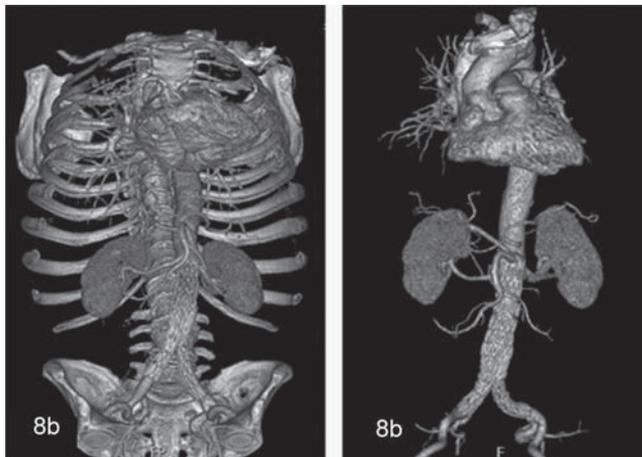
Reconstrucciones 3D de angiotomografía. a) Estudio de control en proyección anteroposterior con conservación de estructuras óseas; b) Estudio de control en proyección anteroposterior en donde se han eliminado las estructuras óseas.
